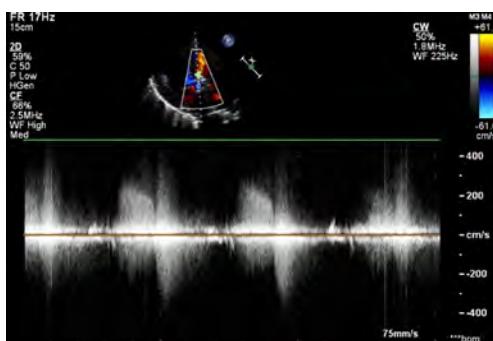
Doppler showed restrictive nature of VSD.
